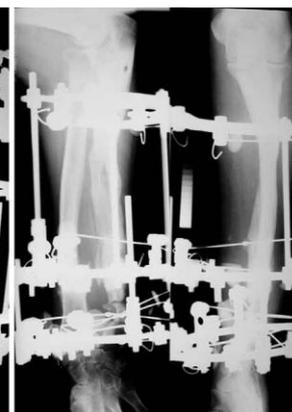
Рентгенограммы больного Р. в процессе фиксации: прямая, боковая проекции
